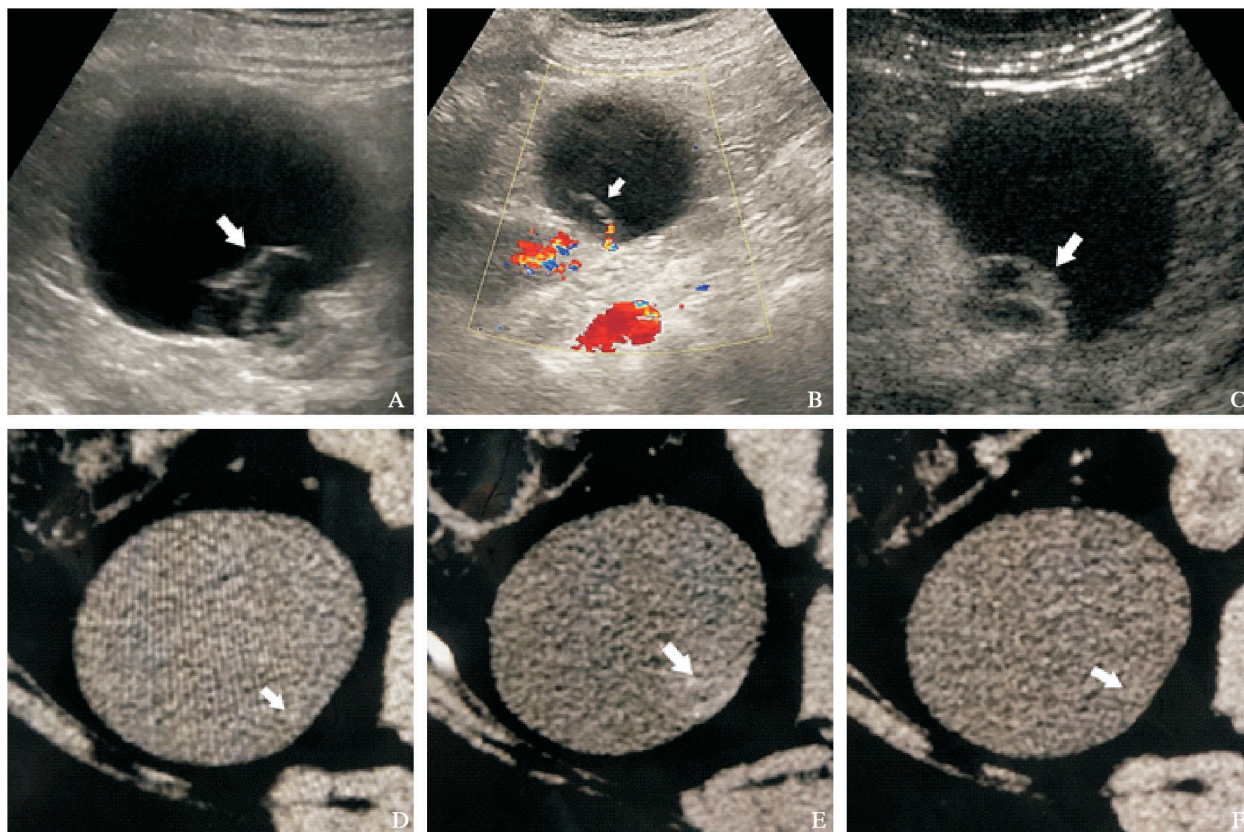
患者, 55岁, 确诊为右肾透明细胞癌囊性变, Bosniak 分级超声造影为Ⅲ级, 增强CT为ⅡF级
